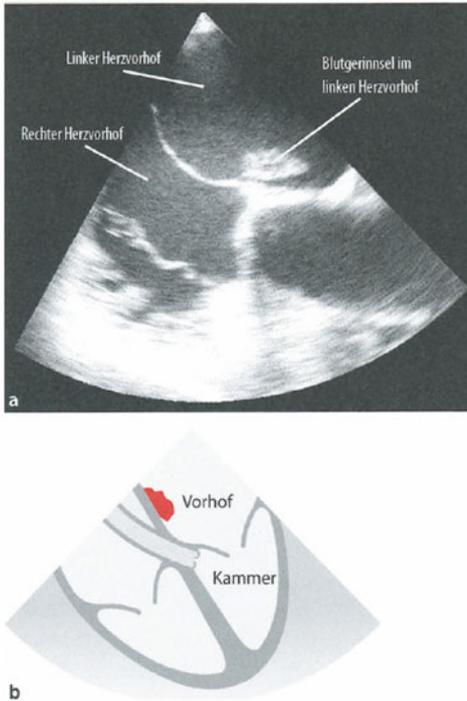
a, b. Herzultraschall durch die Speiseröhre (Schluck-Echokardiographie): Die Bilder zeigen das Herz klar und deutlich. Im Herzvorhof befindet sich ein Blutgerinnsel. Um dieses aufzulösen sind Medikamente erforderlich
